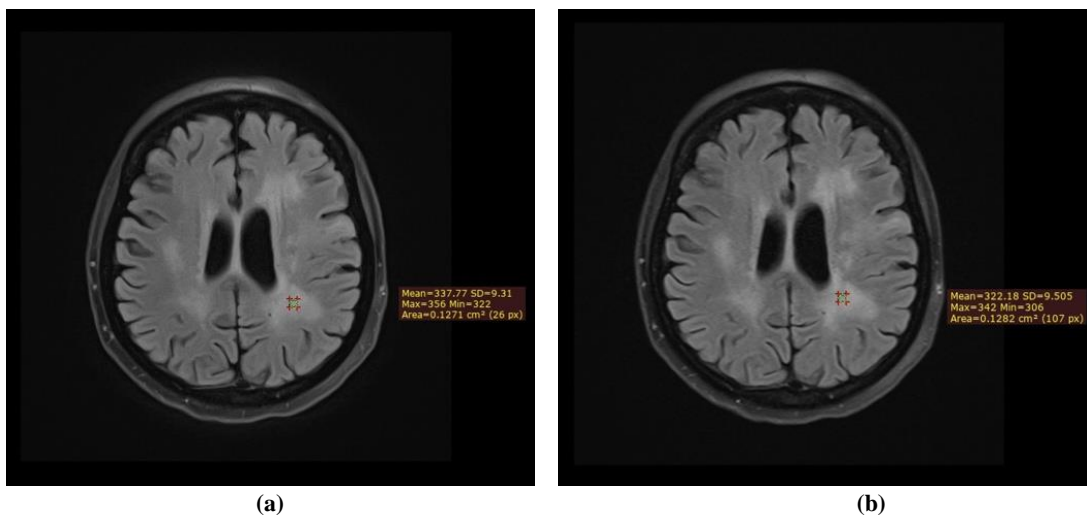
Hasil Citra Sekuen T2 FLAIR Axial pada Sampel 4 dengan Variasi *K-Space Filling* Menggunakan Teknik (a) *Cartesian Trajectory* (b) *Radial Trajectory* (BLADE)
